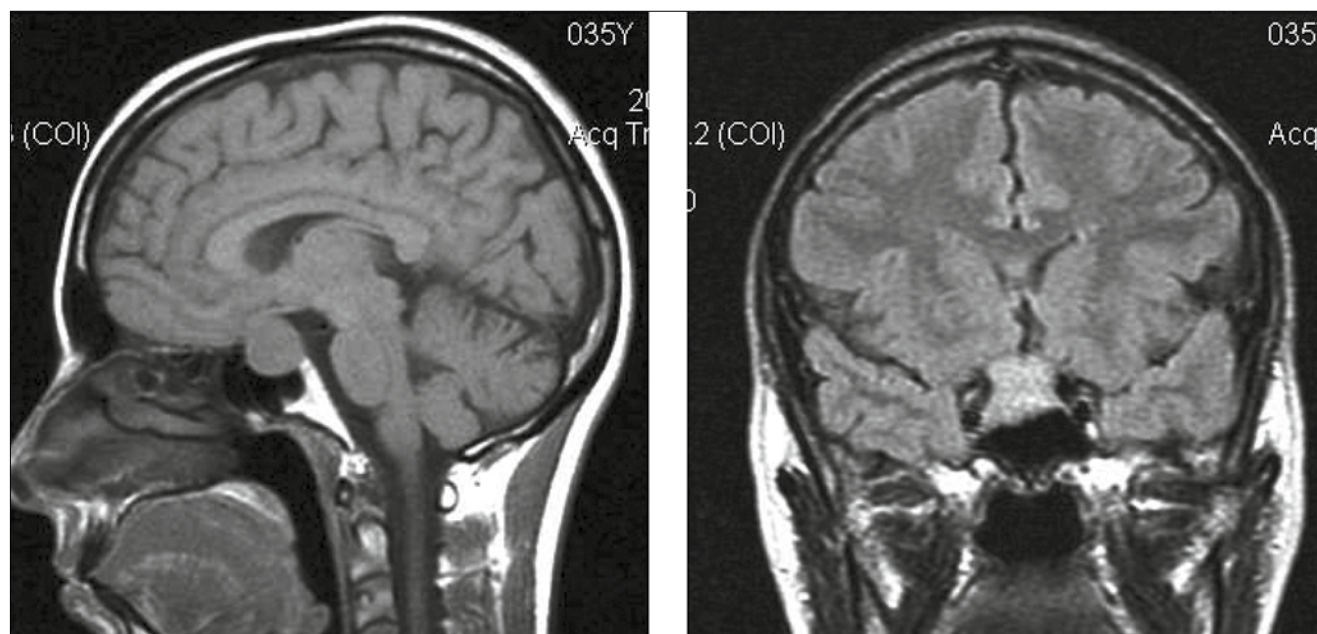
МРТ головного мозку пацієнтки Р. з аденомою гіпофіза
